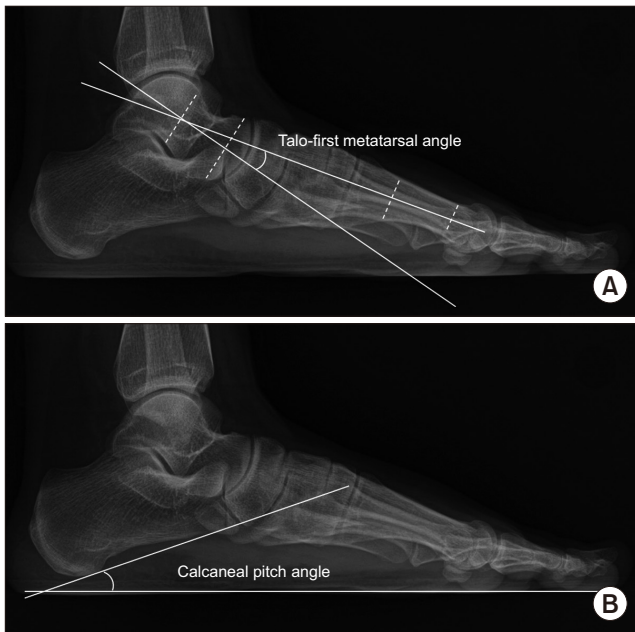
The lateral weight-bearing radiograph of the foot showed the lateral talo-first metatarsal angle (A) and the calcaneal pitch angle (B).
